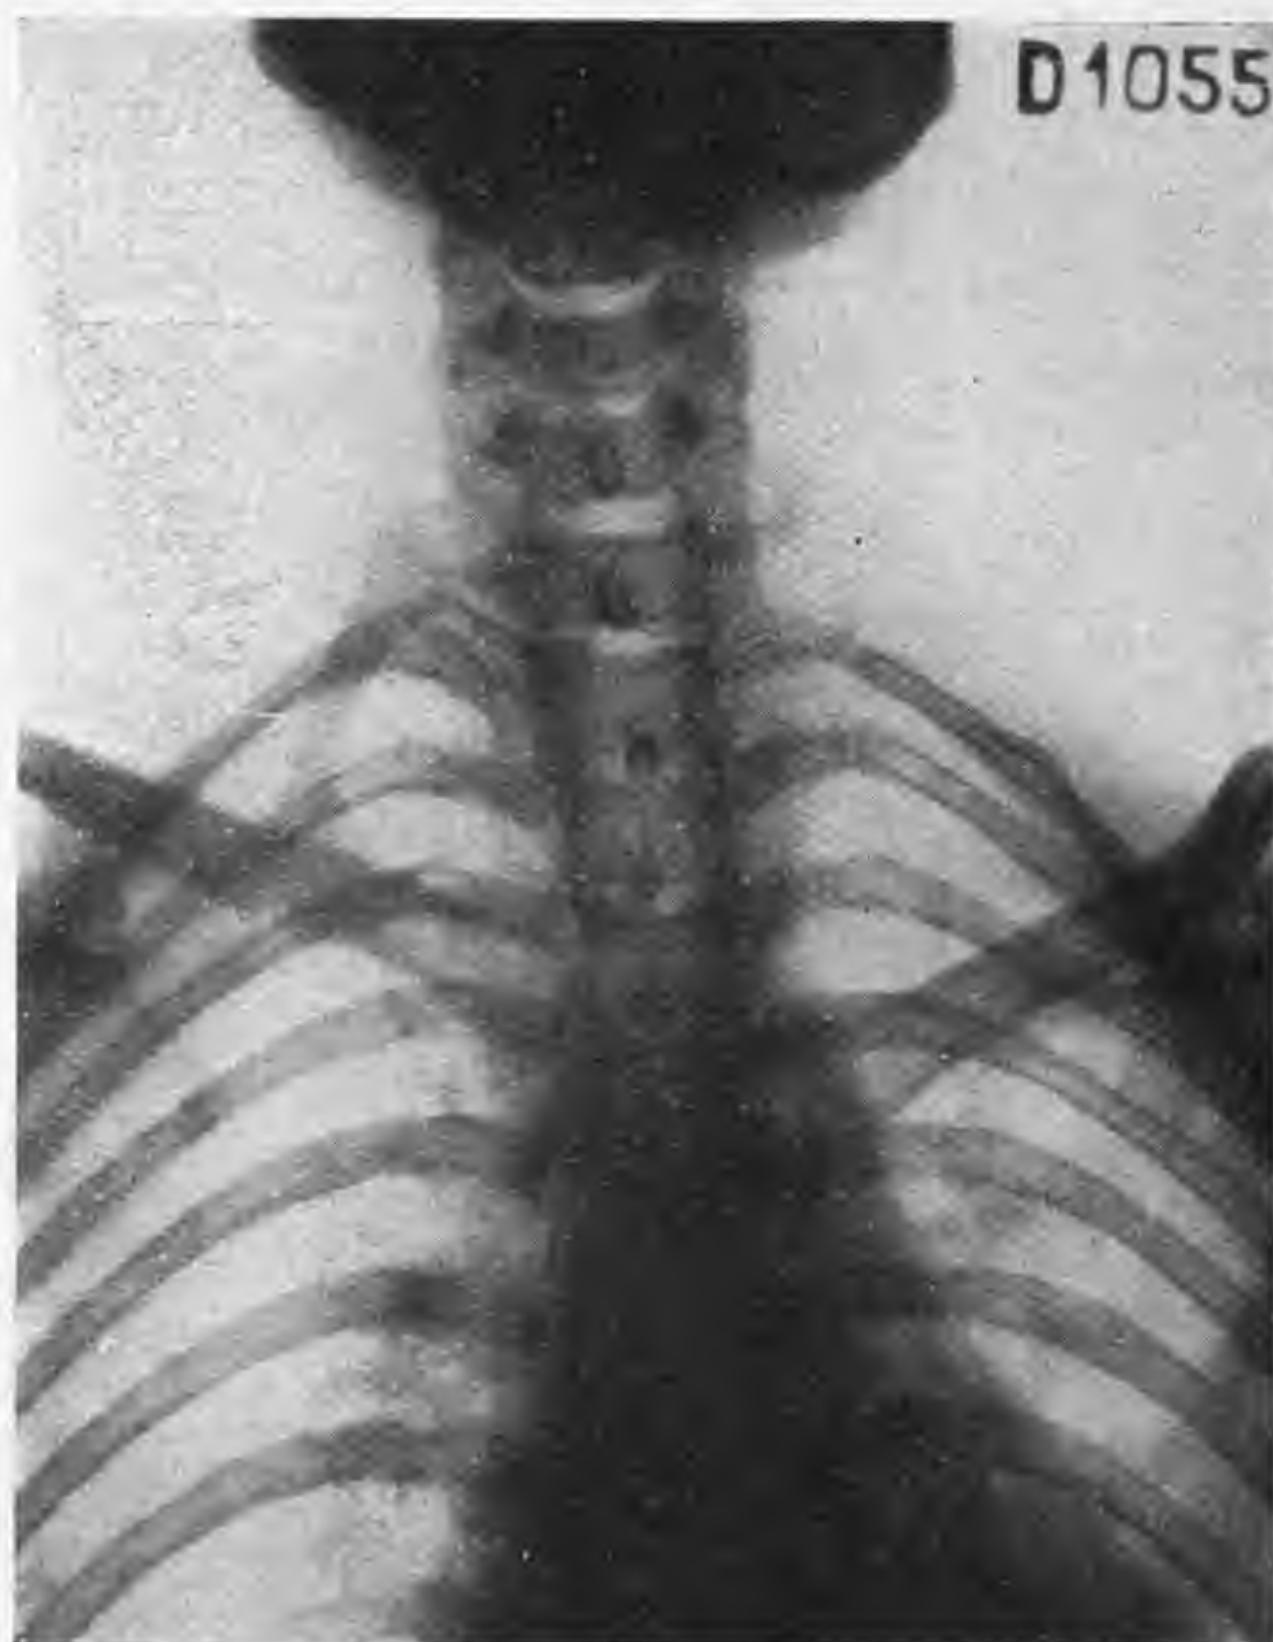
Immagine radiografica dopo l'asportazione della costola cervicale sinistra.
